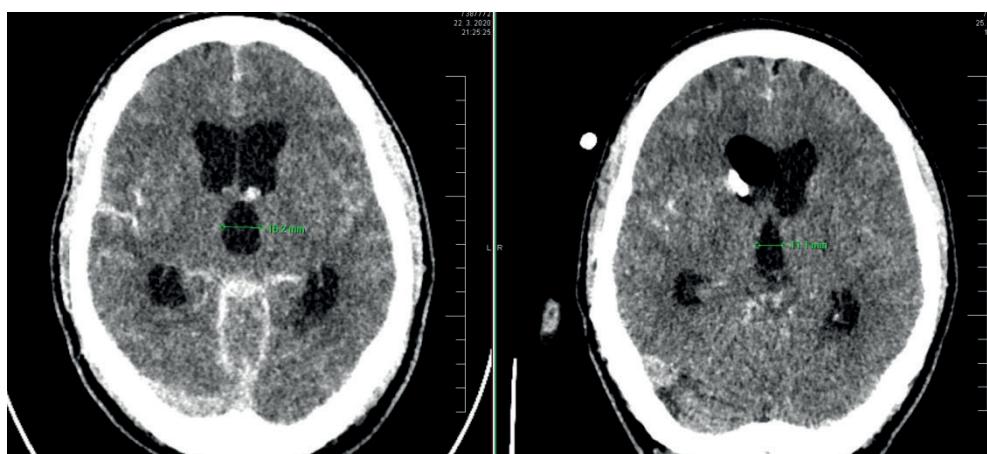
Predoperačný CT axiálny snímok pacienta s normotenzným hydrocefalom
